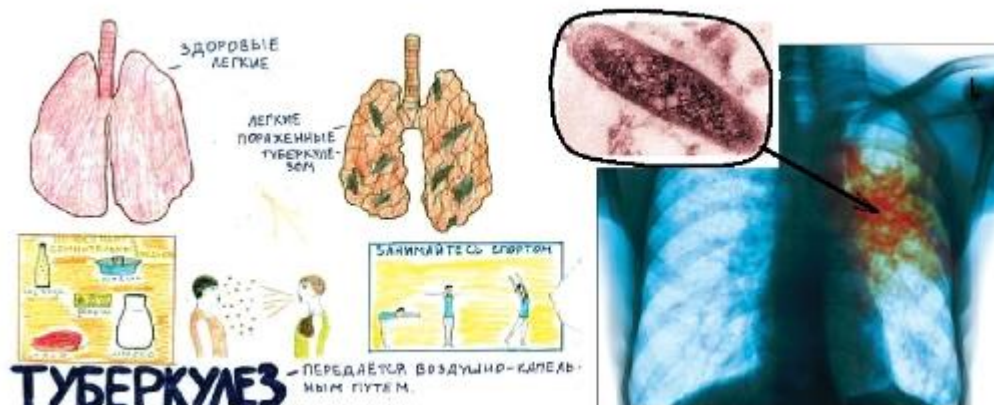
Рисунок школьницы, рентгенограмма легких больного туберкулезом с микрофотографией микобактерии туберкулеза
